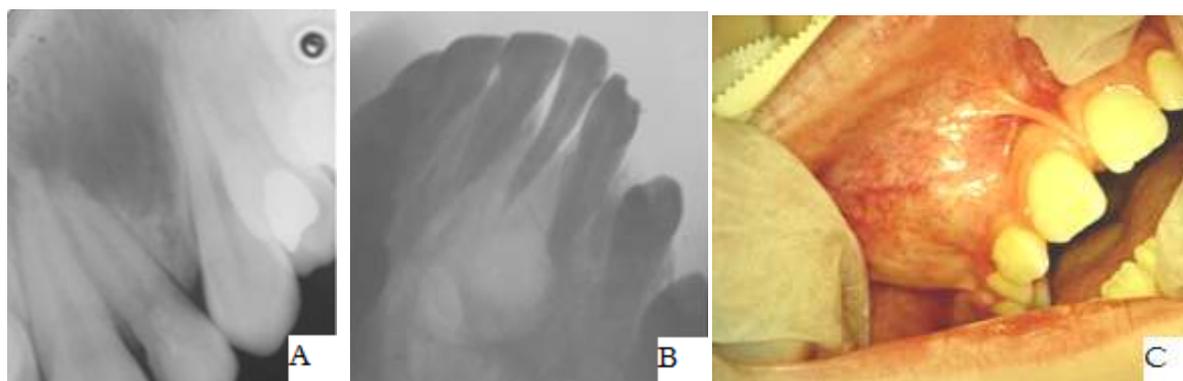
A : La radiographie RA montre un kyste globulomaxillaire.
